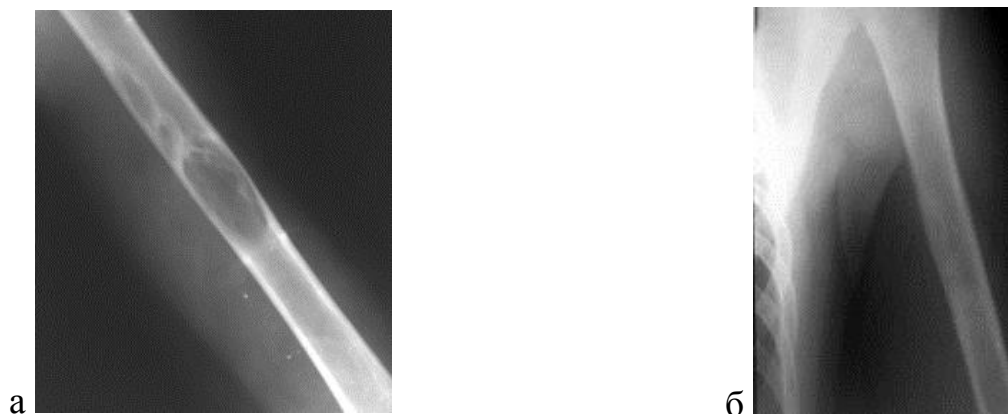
Больной М. Рентгенограмма левой плечевой кости в прямой проекции. СК средней трети левой плечевой кости до лечения (а) и через 4 года (б) после применения способа ПД
